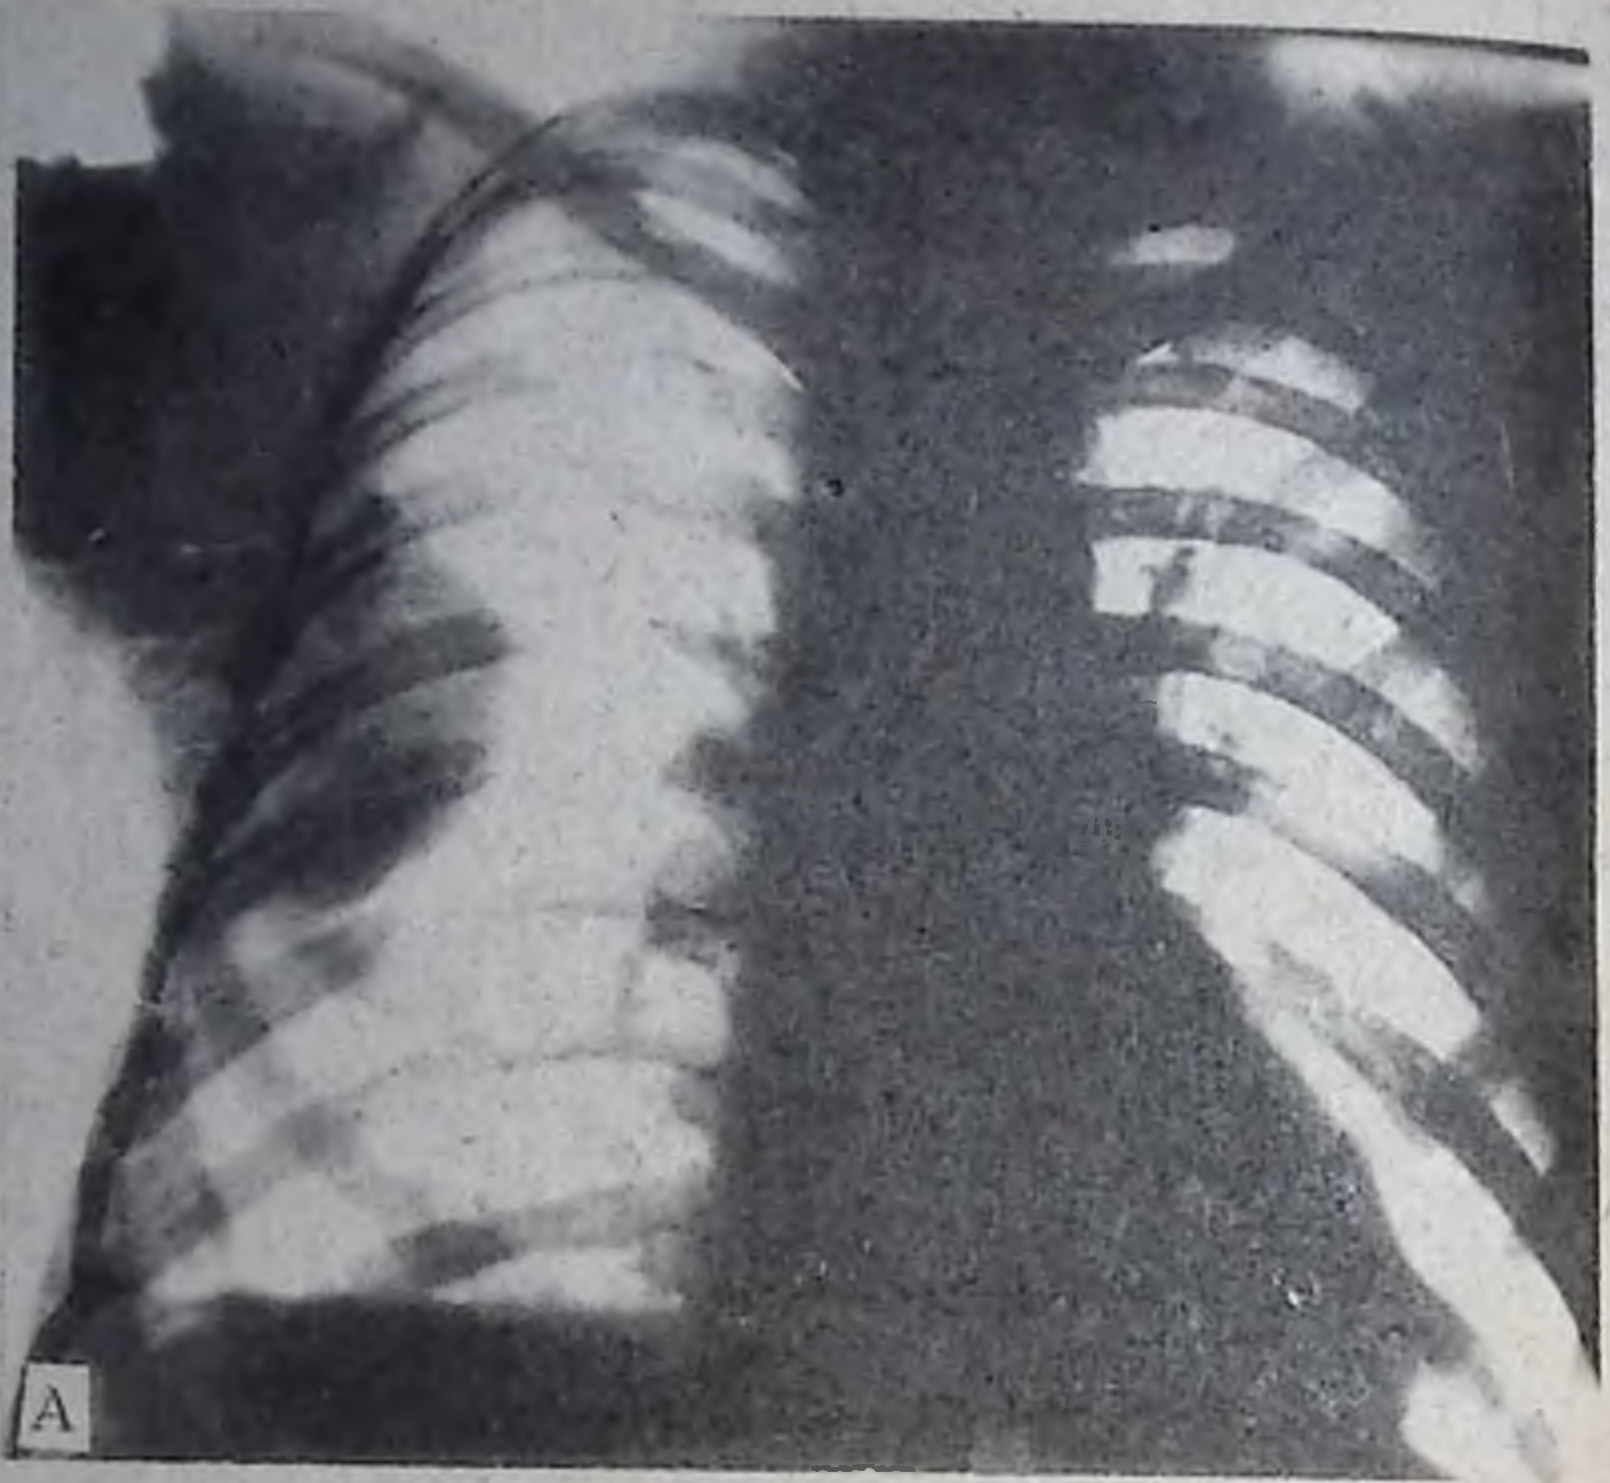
Рентгенограмма грудной клетки в прямой проекции: А — правосторонний осумкованный паракостальный (пристеночный) плеврит; Б — правосторонний осумкованный паракостально-диафрагмальный плеврит.
